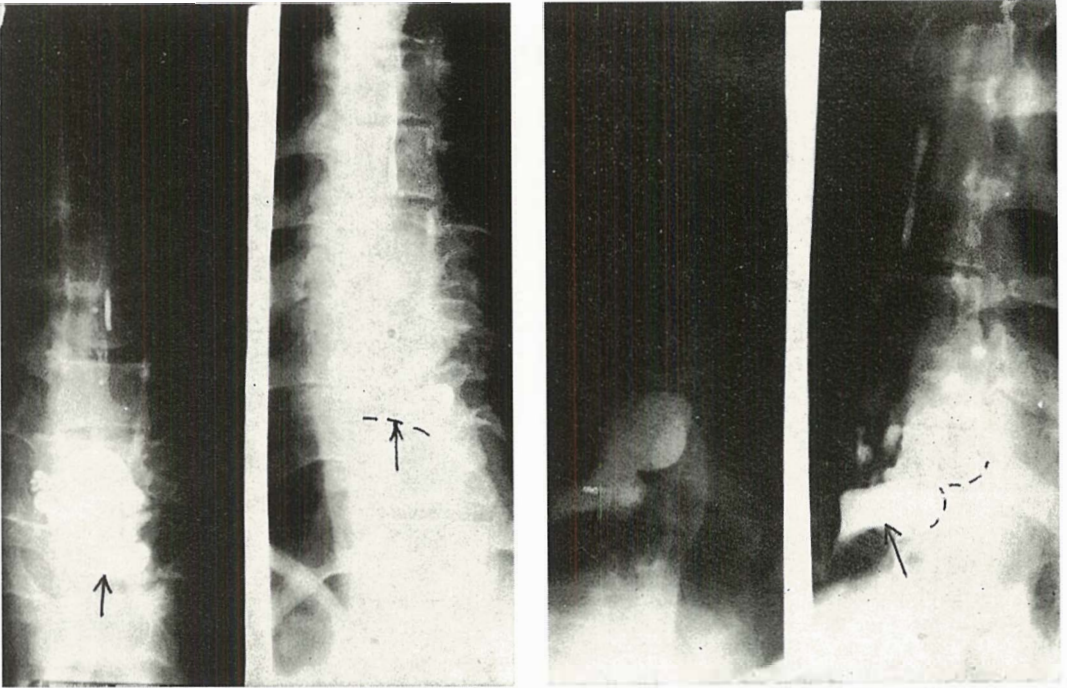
i 2 — Tomografski snimci promena na torakalnim pršljenovima
